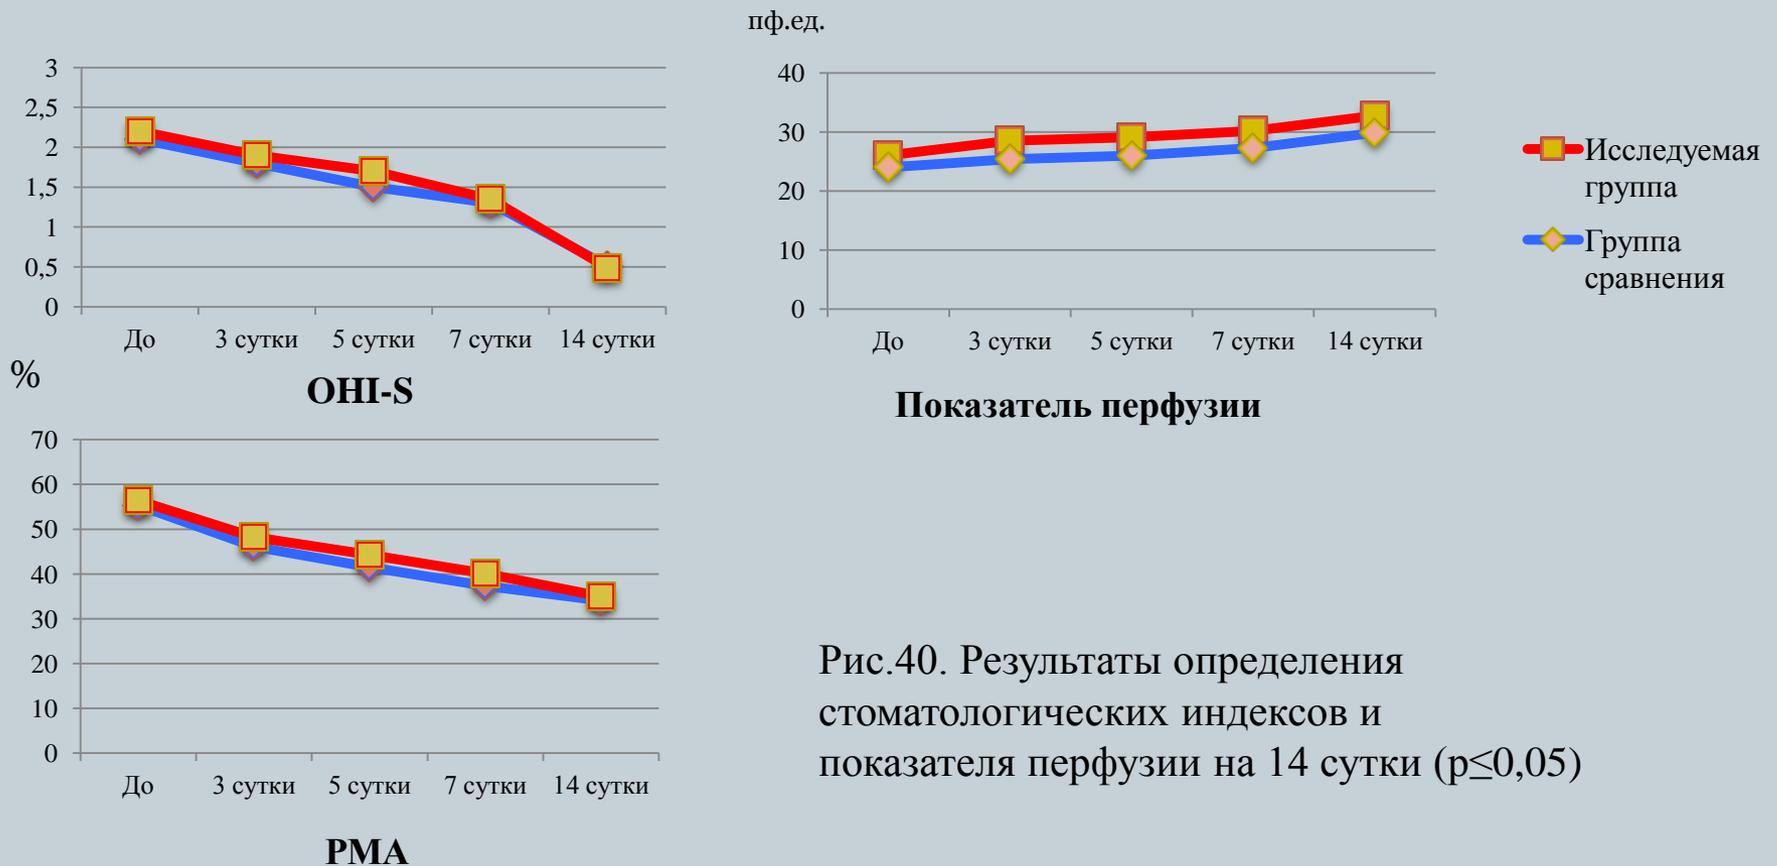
Результаты определения стоматологических индексов и показателя перфузии на 14 сутки ($p \leq 0,05$)
